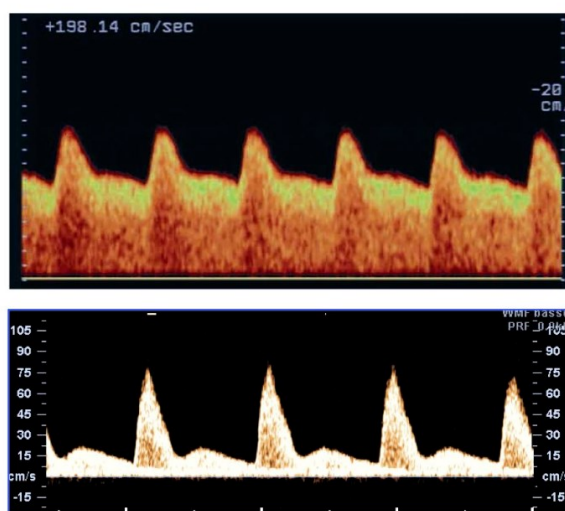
Dopplerflussimetria arterie uterine: in alto sani, in basso patologici
